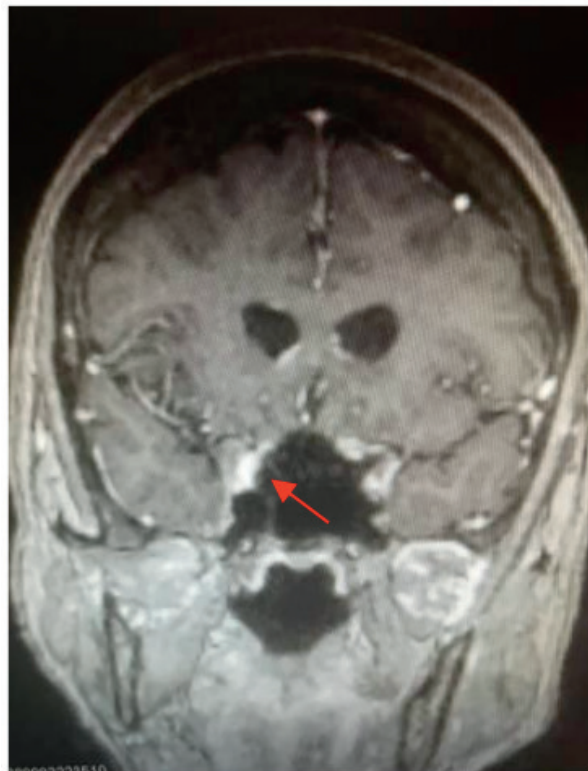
MRI demonstrating a contrast-enhanced lesion in the intracanalicular portion of the left optic nerve (red arrow)
